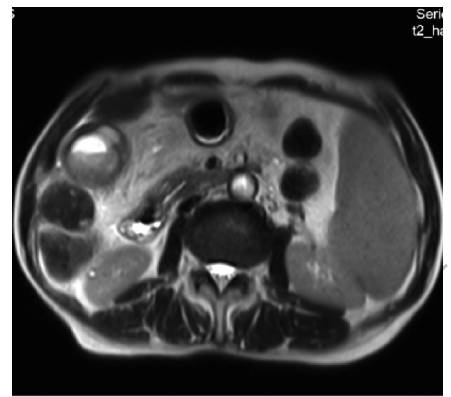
79 岁男性患者 MRI 检查所见(T_2WI 显示胆囊壁内结节状高信号,胆囊壁弥漫性增厚伴泥沙样结石)
